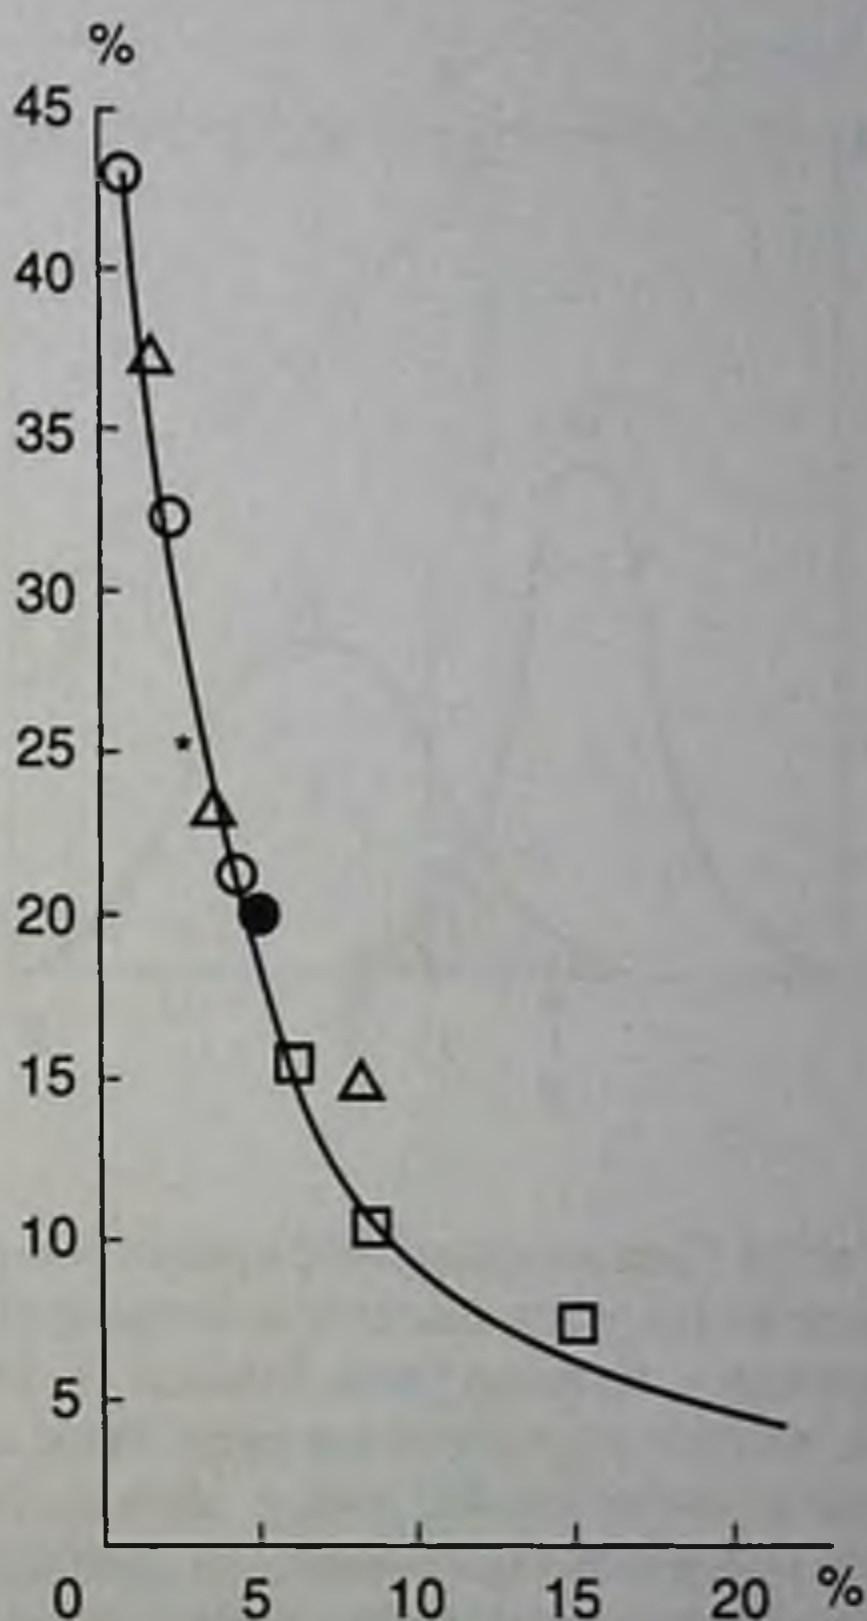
Зависимость вероятности ложноположительных оценок рентгенофлюорограмм при выявлении туберкулеза легких (абсцисса) от вероятности ложноотрицательных (ордината) (по данным 5 исследований, обобщенных Л. Ластед. Введение в проблему принятия решений в медицине. М.: Мир, 1971)
